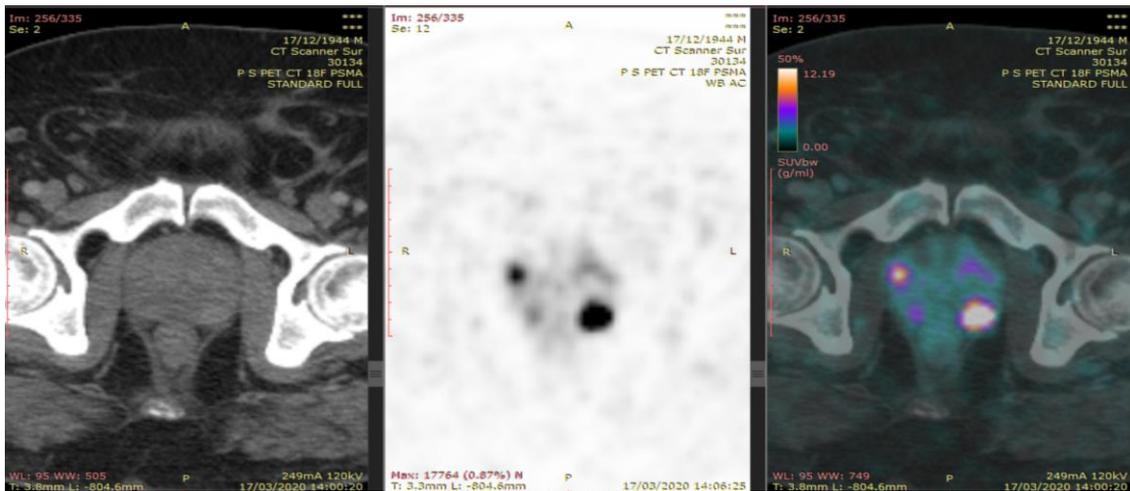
Paciente de 63 años que acude a estadiaje con puntaje de Gleason de 8. En la primera imagen se puede observar una próstata incrementada de tamaño con realce heterogéneo. Las imágenes de PET y fusión muestran dos zonas focales de captación.
